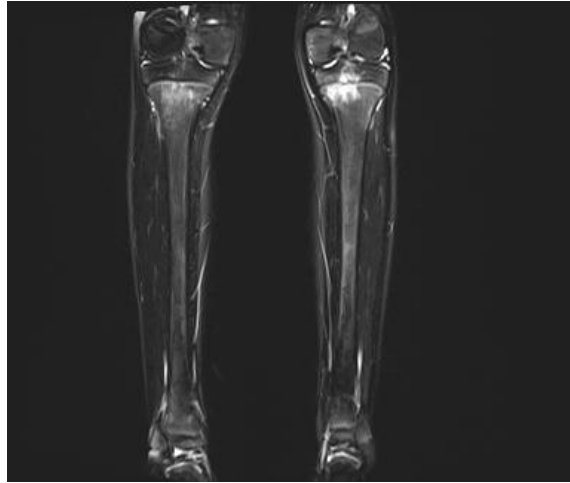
IRM en séquence T2 STIR des jambes, coupe frontale. Patiente de 10 ans présentant des lésions de l'extrémité proximale des 2 tibias apparaissant en hypersignal.
